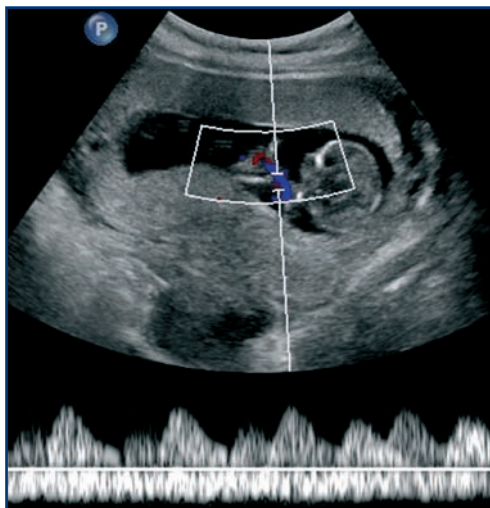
Segnale Doppler nel cordone ombelicale di una MOMO. Si noti l'accavallamento delle onde flussimetriche dei due cordoni ombelicali.
